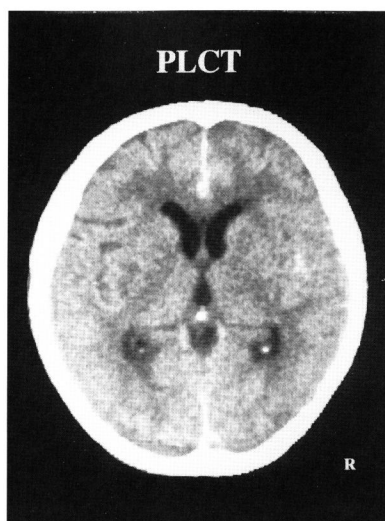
A plain CT scan on admission showed SAH in the interhemispheric and rt. sylvian fissure with small intraparenchymatous hematomas in the bilateral medial frontal lobe.
